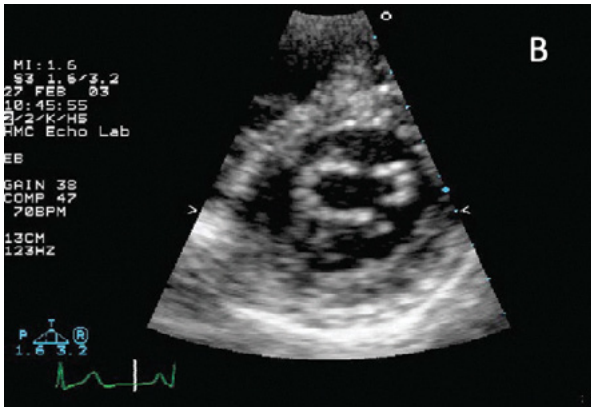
B: Visión de eje corto mediante ecocardiografía bidimensional de un paciente con estenosis mitral que muestra el orificio mitral pero que no muestra fusión comisural.
